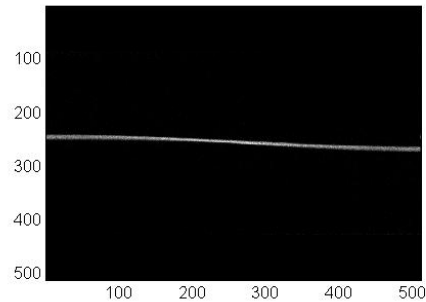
Sinograma obtenido a partir de las proyecciones del slice central de una esfera de 5 cm de diámetro, obtenidas para 72 ángulos diferentes. El conteo de los fotones de aniquilación detectados corresponde a la simulación del transporte de radiación en PENELOPE [39] de una fuente esférica emisora de positrones de F-18, de actividad uniforme y ubicada en el centro de una esfera de agua de 10 cm de diámetro. En la simulación, los fotones de aniquilación son detectados por un anillo detector de BGO de la geometría del tomógrafo PET comercial ECAT de CTI®, [59].
